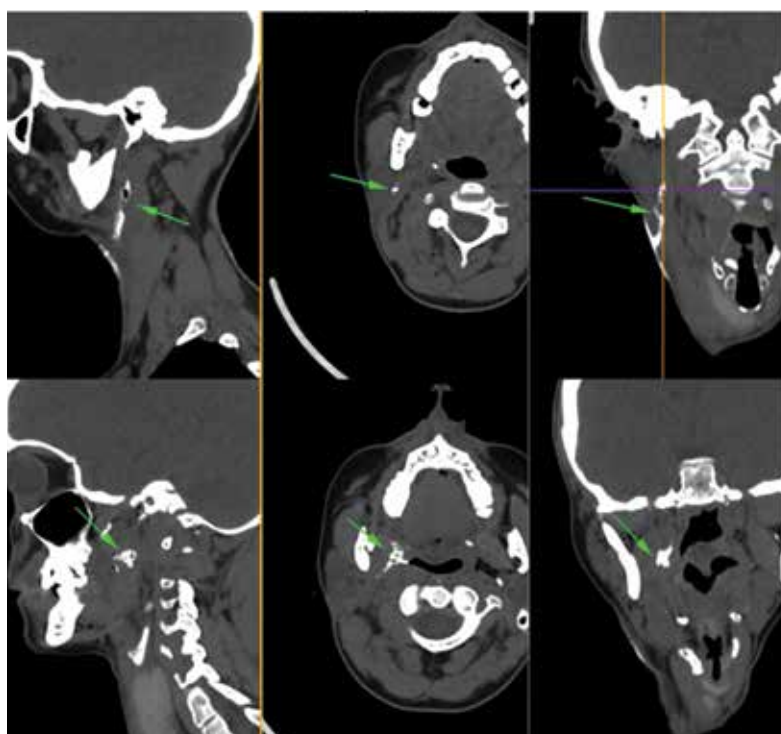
Компьютерная томограмма пациентки М., 39 лет. Визуализируется контрастированный свищевой ход боковой поверхности шеи справа с распространением в окологлоточное пространство
